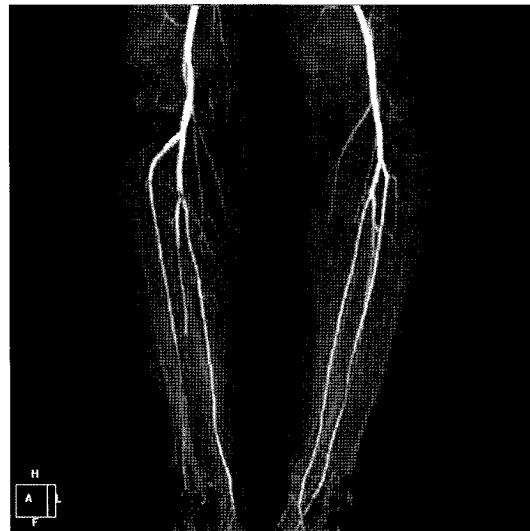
Postoperative CT angiography shows well enhanced right popliteal artery with slight filling defect on tibioperoneal trunk artery.
